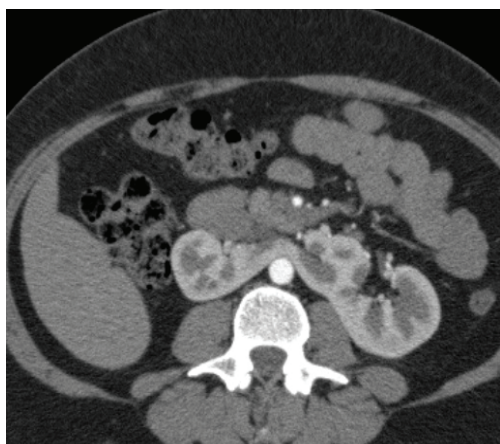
Angiotomografia. Rinichiul situat interaortocaval
